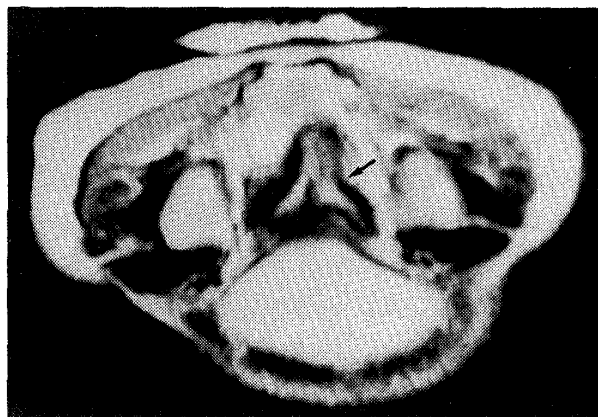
新生児MRI所見(27生日)。双角子宮(↓印)を認める。
